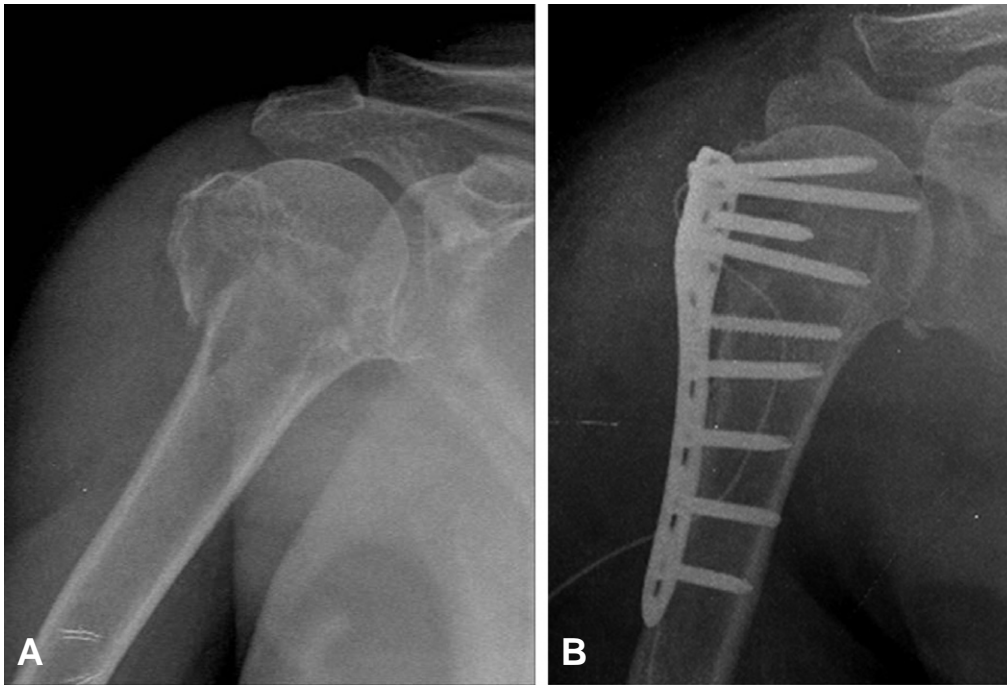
63 year old female with two part surgical neck fracture due to slip down injury. (A) Preoperative radiograph shows two part proximal humerus fracture. (B) Postoperative radiograph shows that the medial cortex was anatomically reduced, with good cortical contact.
